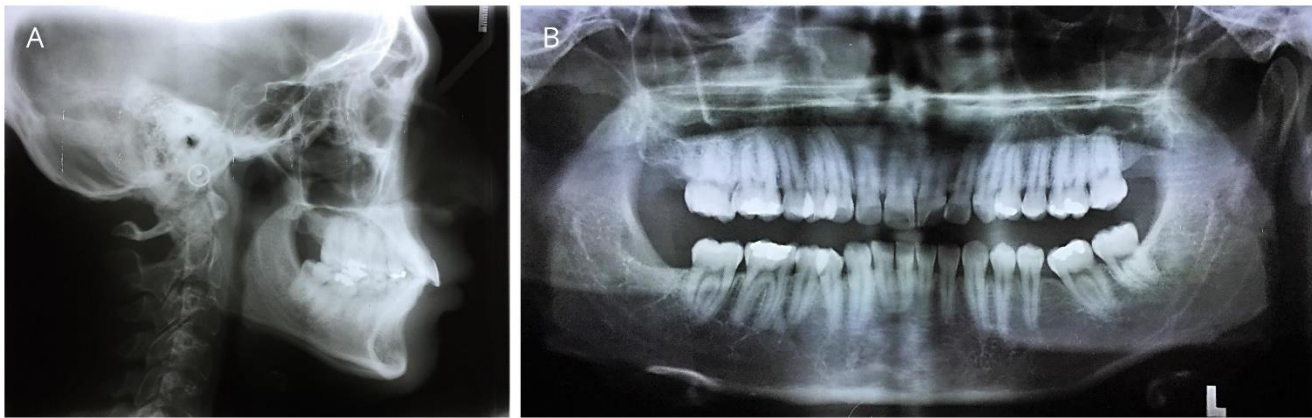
Radiografías pretratamiento.
